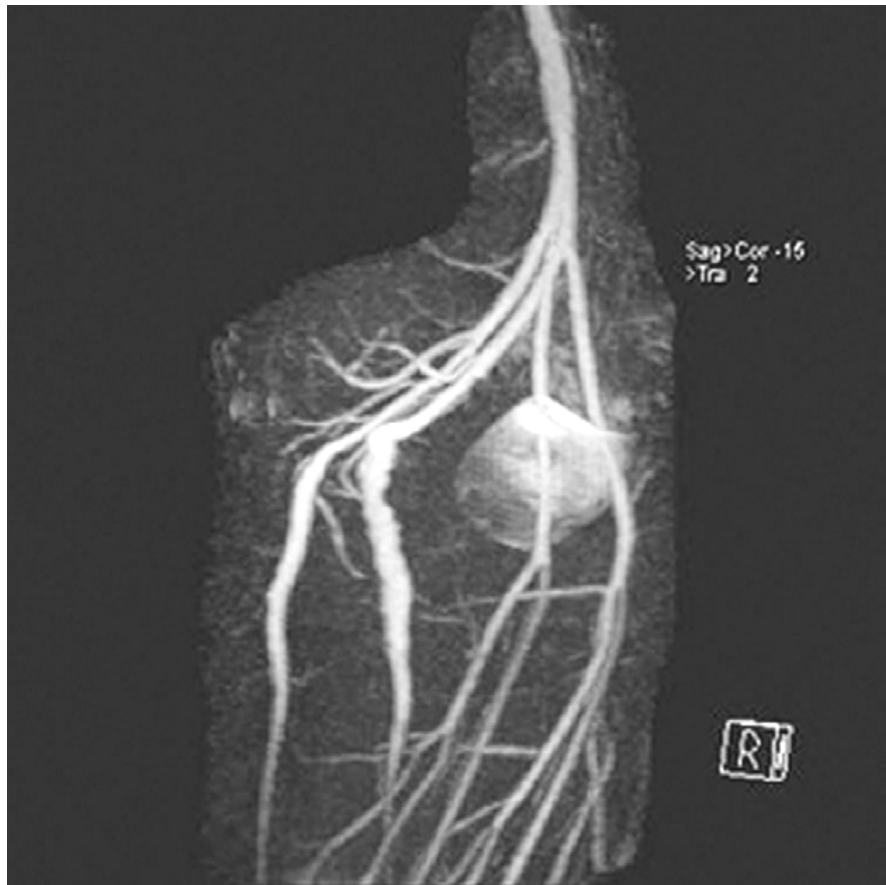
Angio-IRM de face centrée sur les cuisses :
